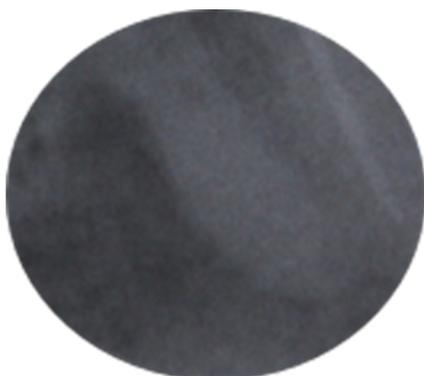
Porção apical da raiz mesial evidenciando presença de lesão periapical e atresia radicular.
